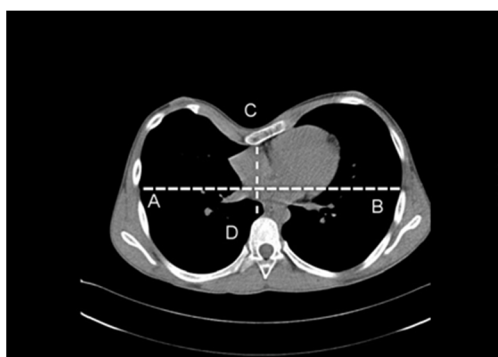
CT cu calcularea indicelui Haller
